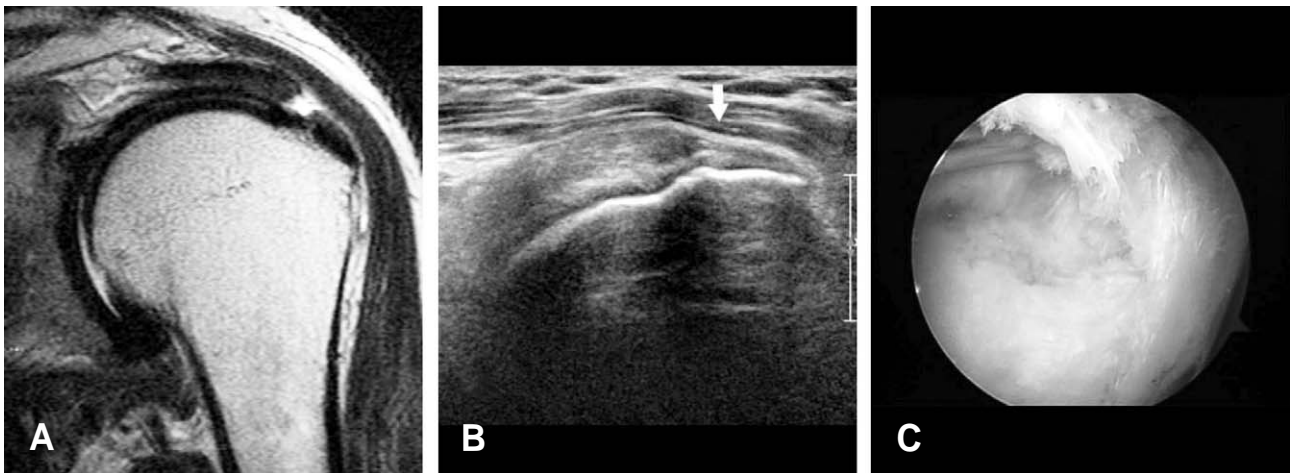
A 56 year old man complained pain at left shoulder. (A) The T2W oblique coronal MR image shows signal change of supraspinatus tendon. (B) The ultrasound shows loss of normal convexity of rotator cuff tendon (arrow). (C) The arthroscopy reveals bursal surface partial thickness rotator cuff tear.
